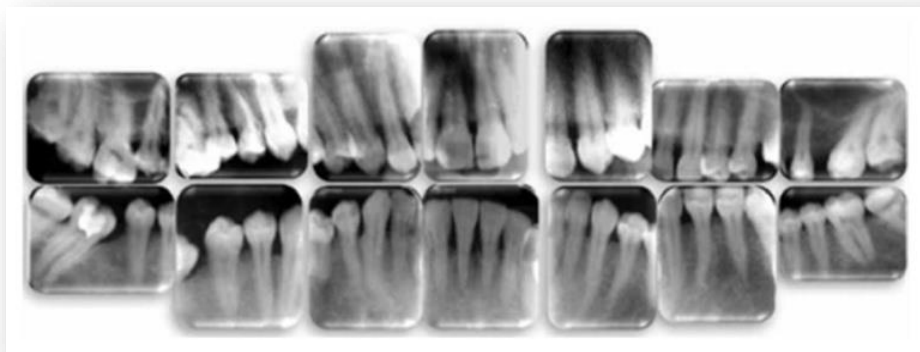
Radiographie péri-apicale finale 2 ans après traitement.
